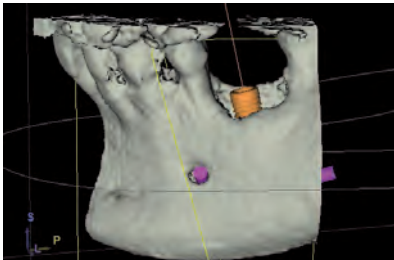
Ricostruzione CBCT indicante la perdita di osso crestale e buccale attorno al sito previsto per l'impianto.
